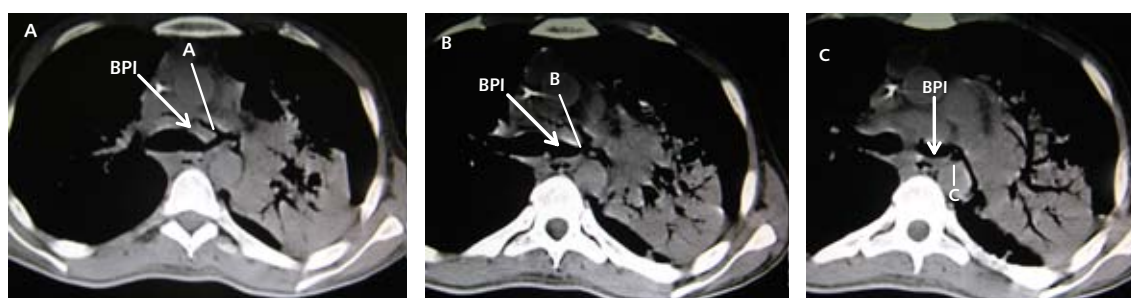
Caso 1. Tres cortes axiales de tomografía computarizada que muestran la emergencia de los bronquios accesorios correspondientes (líneas A, B y C) que se dirigen distalmente hacia la porción posterior del lóbulo superior izquierdo, visibles por el broncograma aéreo y consolidación del parénquima lobar. Se señala el BPI (flecha).
